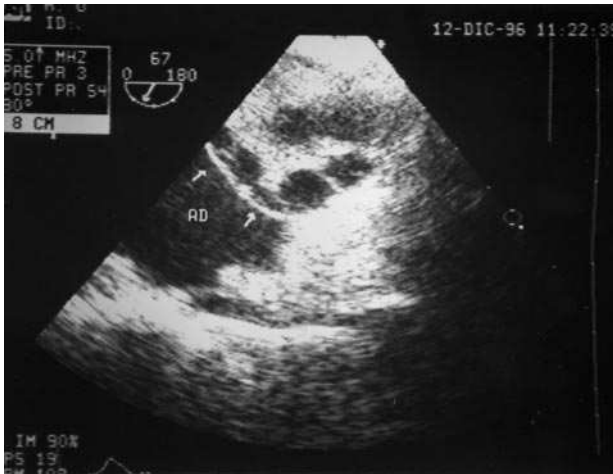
Ecocardiograma transesofágico en el que se observa una tumoración de aspecto quístico en la aurícula derecha.
